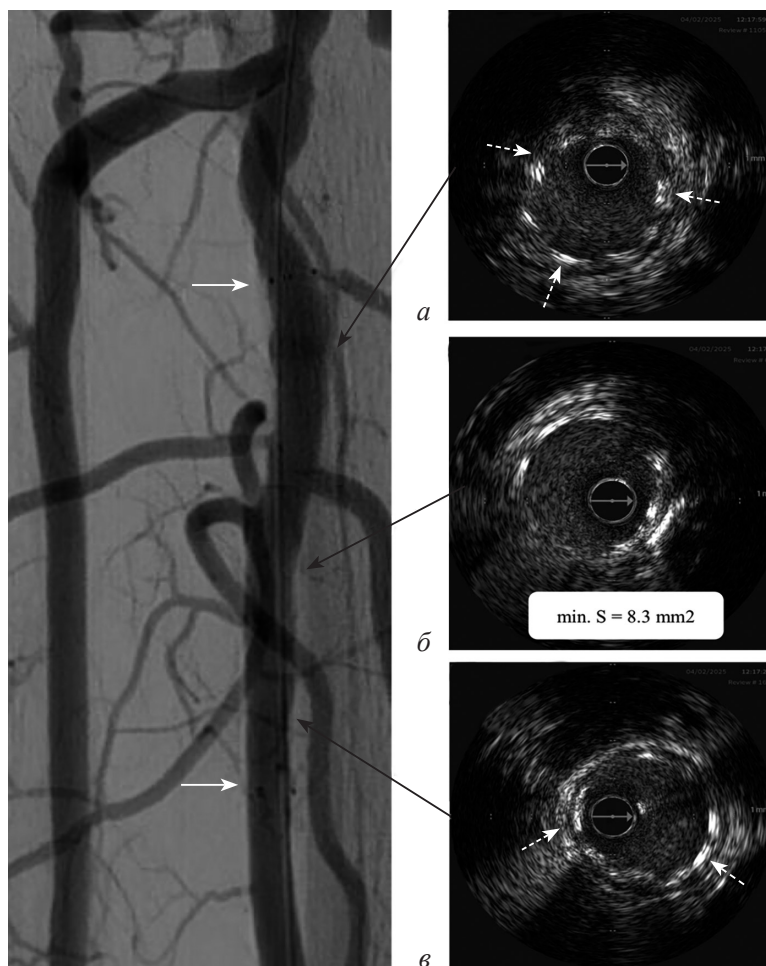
После имплантации скаффолда MeRes100 3,5×37 мм (проксимальный и дистальный края обозначены белыми стрелками). Боковые ветви, отходящие от стентированного сегмента, проходимы. По данным ВСУЗИ – полная степень раскрытия и аппозиции скаффолда:
